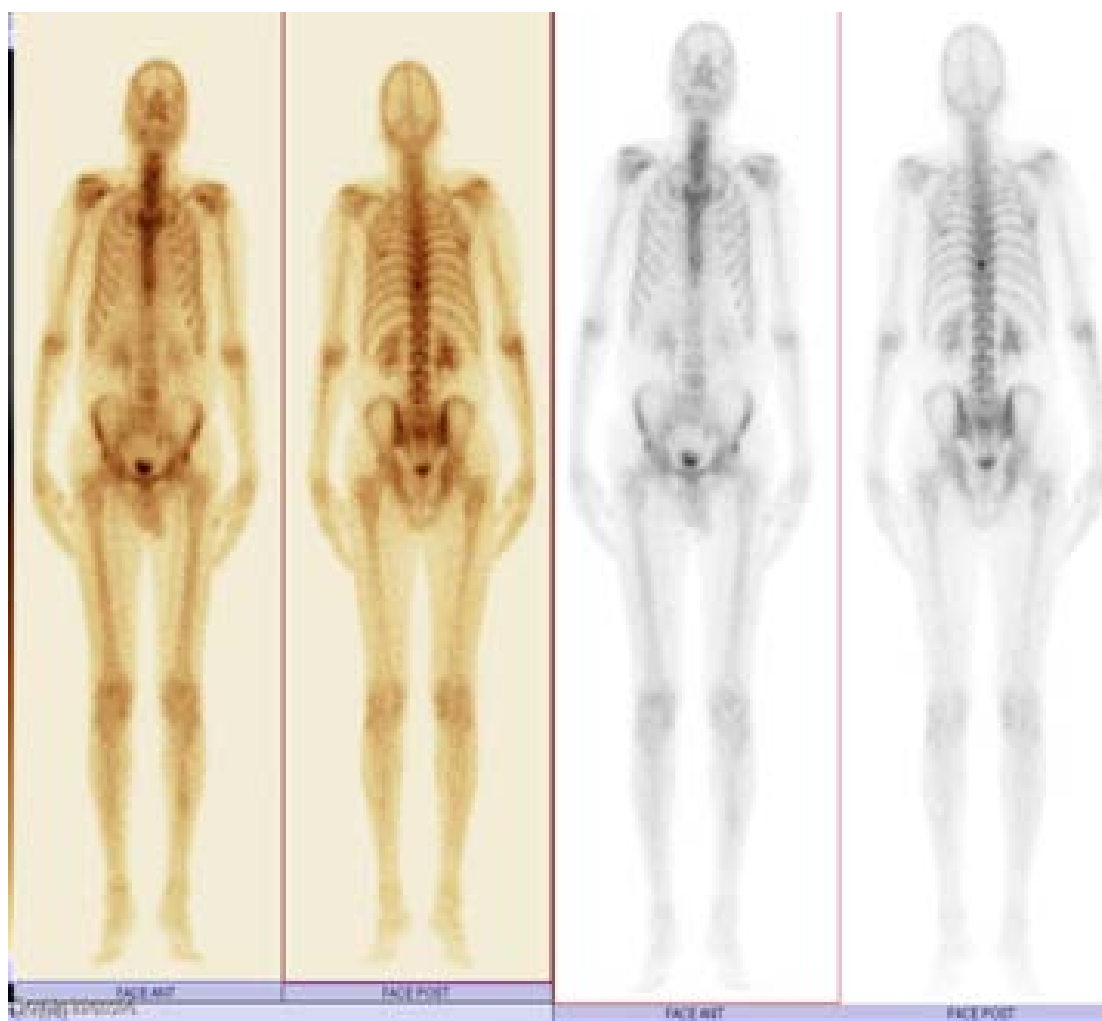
': Image scintigraphique montrant un foyer d'hyperfixation modéré en regard de D9
